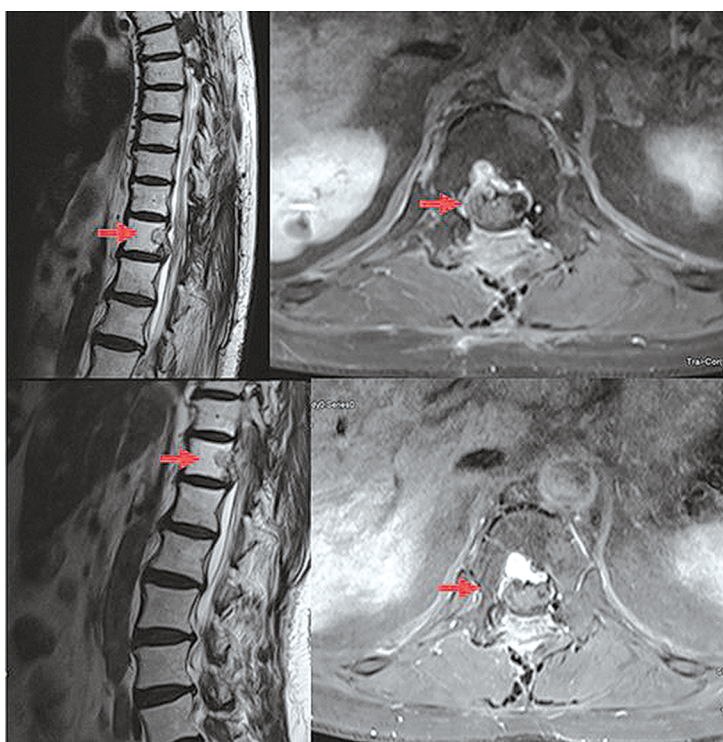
МРТ позвоночника, режим T1. Верхнее фото — через 5 мес. после стереотаксической лучевой терапии (стабилизация). Нижнее фото — через 13 мес. после стереотаксической лучевой терапии, режим T1 (стабилизация).
